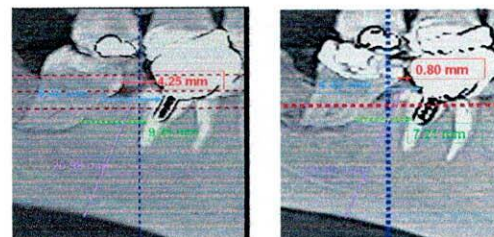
Tomografías inicial y final corte sagital
